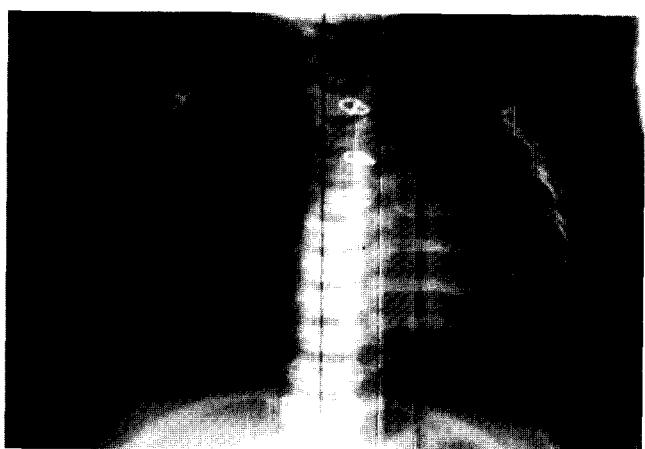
Chest X-ray after 10months of operation, showing remarkable reduction of cardiothoracic ratio(cardiothoracic ratio=0.60).
